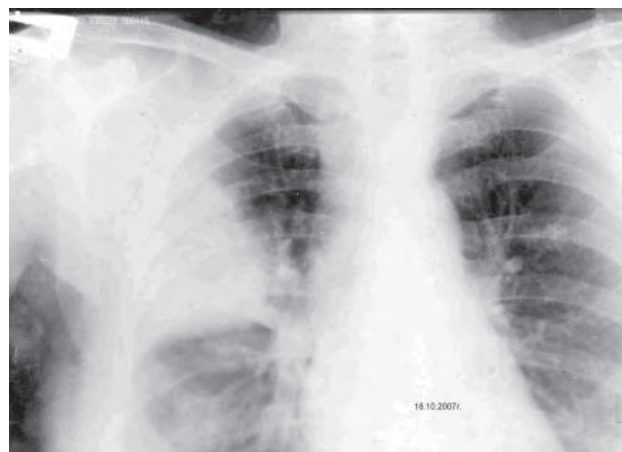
Обзорная рентгенограмма ОГК больной Т. от 18.10.2007 г. Острая правосторонняя лобарная пневмония?
